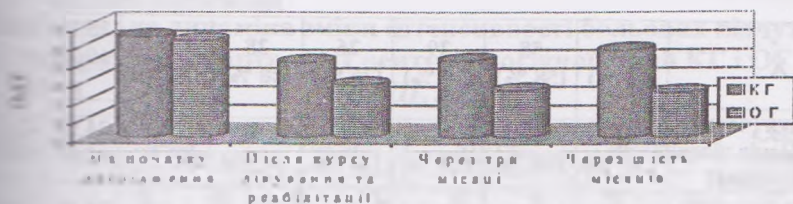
Порівняльна динаміка ІМТ хворих на гонартроз III рентгенологічної стадії КГ і ОГ
